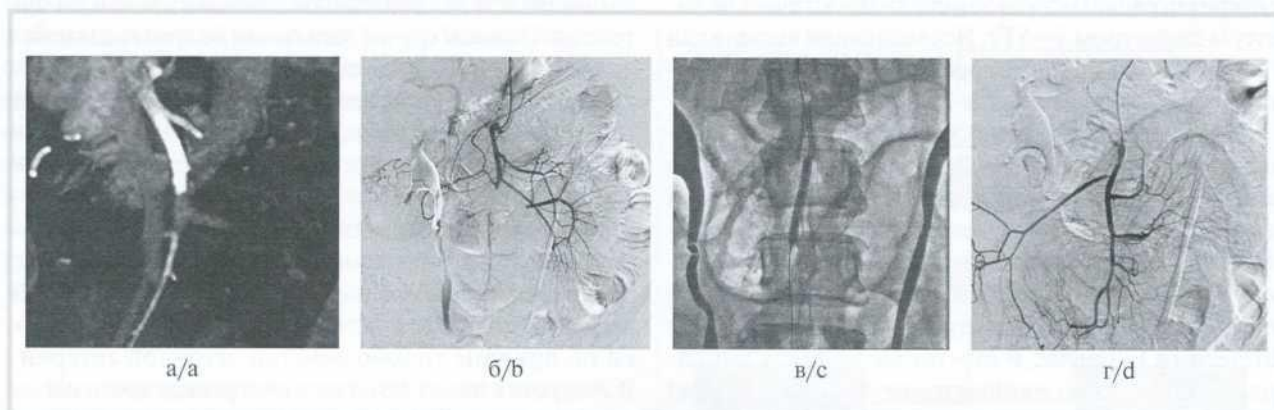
Компьютерная томограмма с 3D-реконструкцией больной Г., 77 лет.
